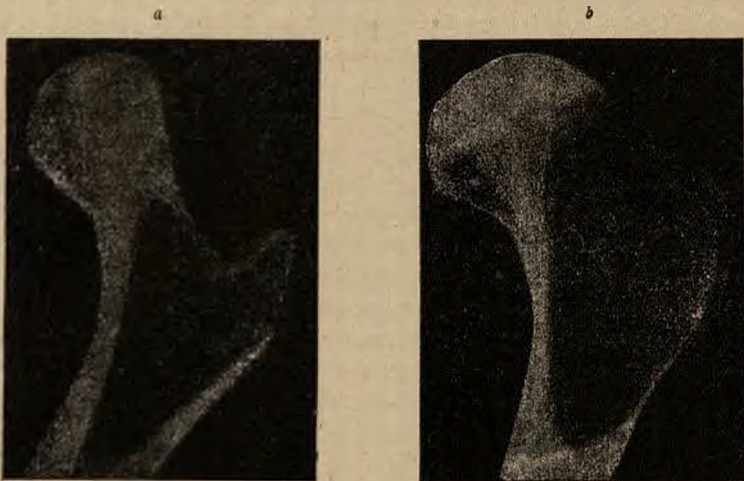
Estremo superiore del femore. Sezione longitudinale. Radiografia. Sperone femorale (MERKEL).
